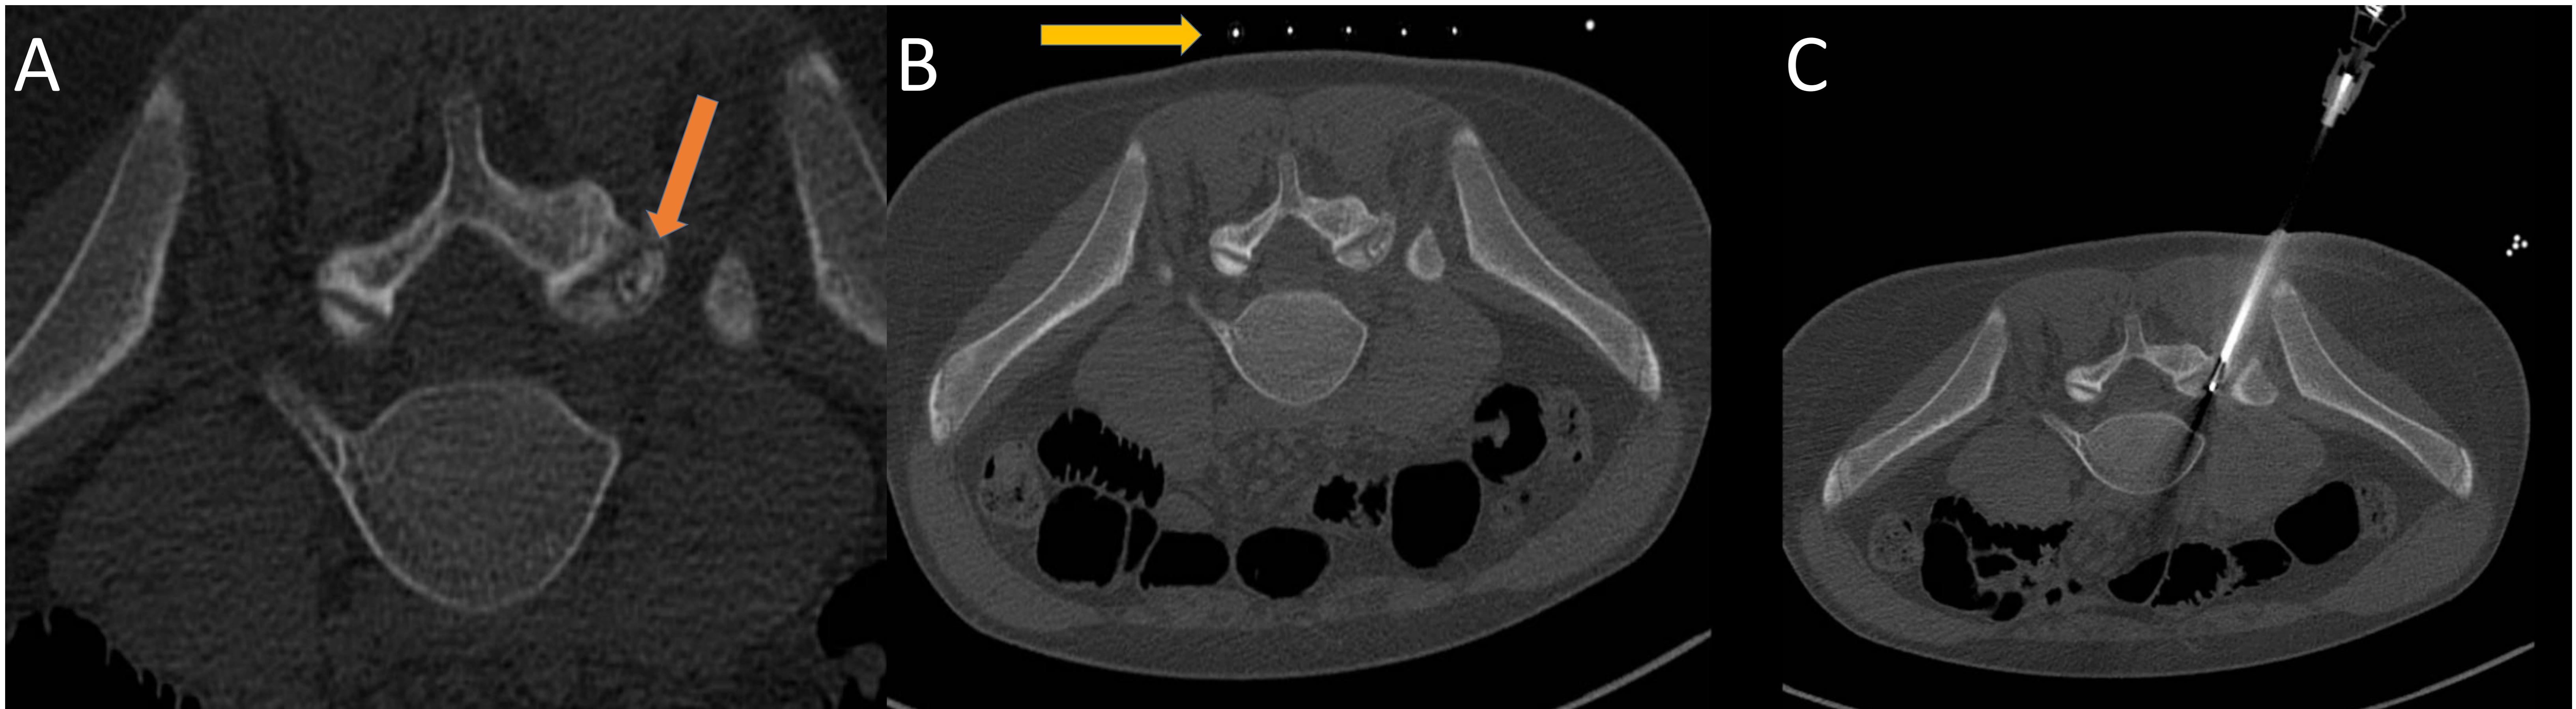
Reconstrucciones axiales de TC con el paciente colocado en decúbito prono. (A) Osteoma osteoide ubicado en el pedículo derecho de L5 (flecha naranja). (B) Se coloca al paciente en decúbito prono y con la rejilla radiopaca (flecha amarilla) se elige el lugar de punción. (C) Se introduce aguja de biopsia de 10 cm en el seno de la lesión previamente a la ablación.
